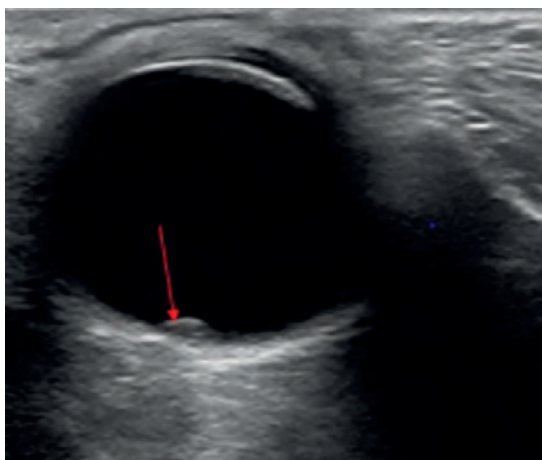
Девочка, 2 месяца. УЗИ глаза: РБ, гипоехогенная опухоль малых размеров ($h = 1,2$ мм)
